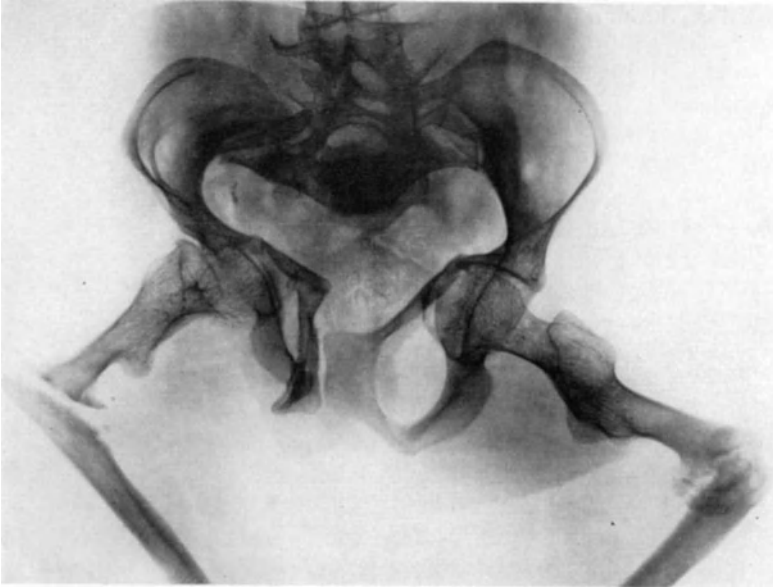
Röntgenbild zu Abb. 1.
